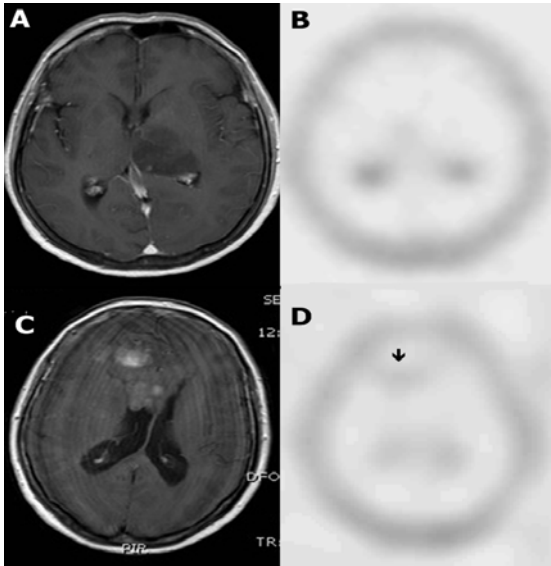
Εξέταση PET με φθοριοθυμιδίνη σε ασθενή με υποτροπή αναπλαστικού ολιγοαστροκυτώματος. (Ευγενική προσφορά του Dr. Β. Πρασσόπουλου, Τμήμα Πυρηνικής Ιατρικής και PET/CT Θεραπευτηρίου Υγεία).
